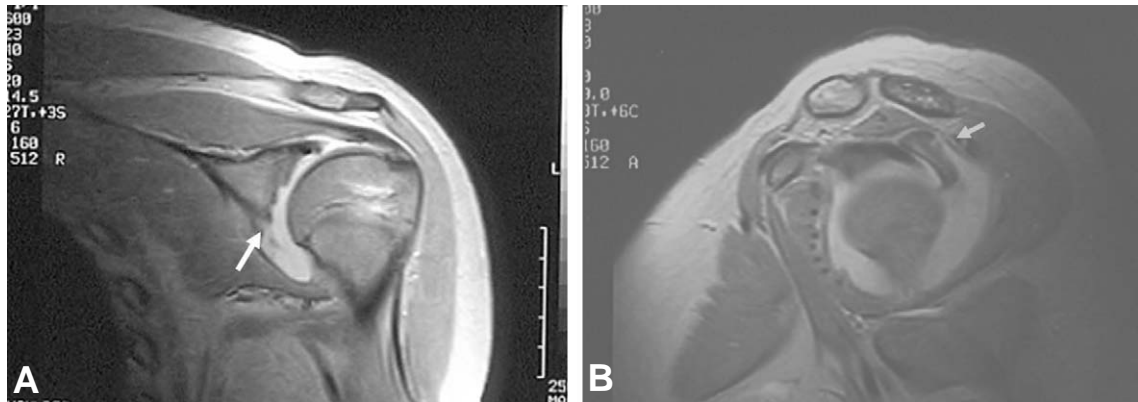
(A) T1-weighted coronal image shows bony defect in the antero-inferior glenoid. (B) T1-weighted sagittal image shows bony fragment between acromion and greater tubercle.
